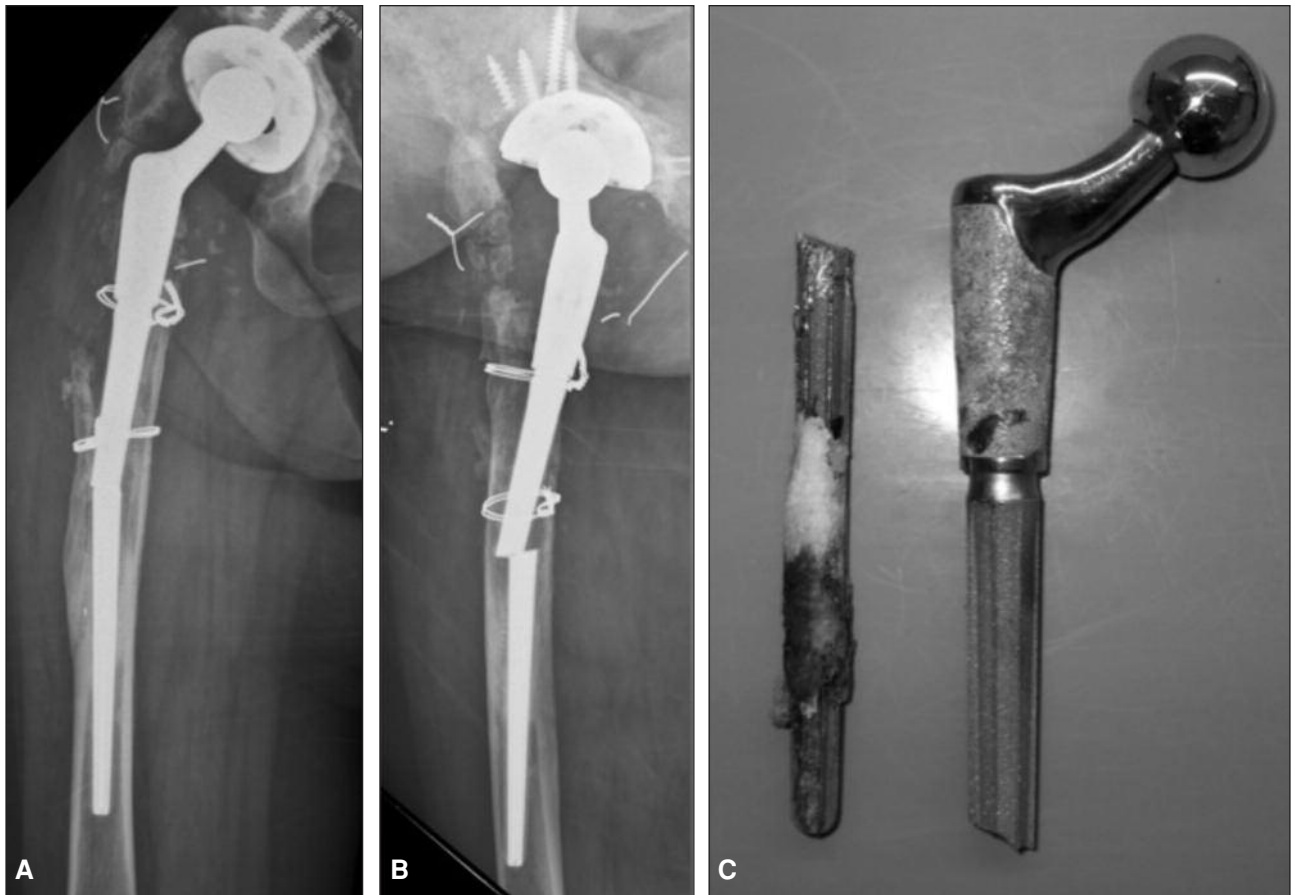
Radiografía de frente (A) y de perfil (B) de la cadera derecha. Se observa fractura del tallo femoral y falta de soporte óseo de fémur proximal. C. Aspecto del tallo luego de extraerlo.
